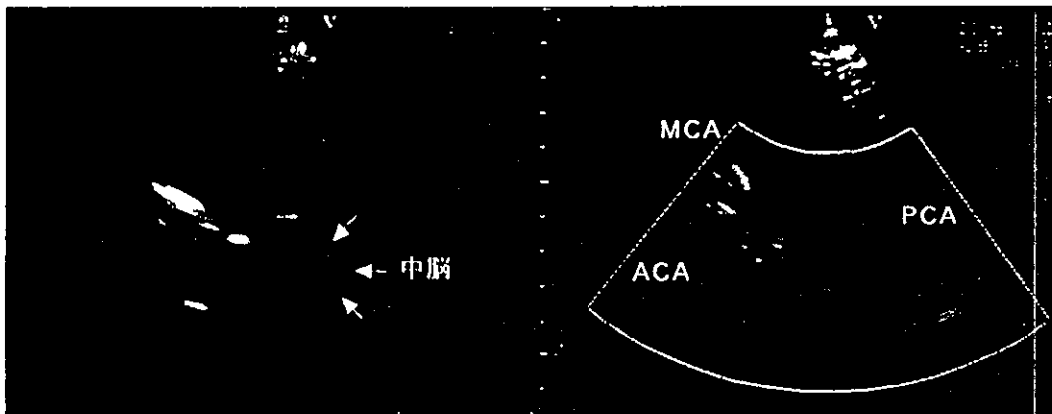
側頭部からみた経頭蓋超音波画像(左: Bモード, 右: カラー Dopplerモード)
